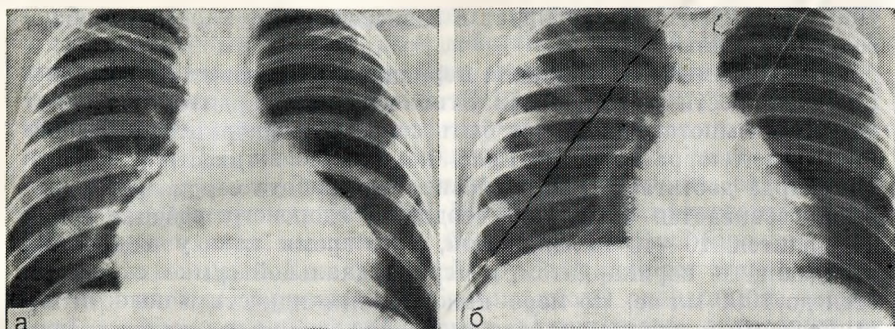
81. Рентгенограмма грудной клетки при остром неспецифическом перикардите.
